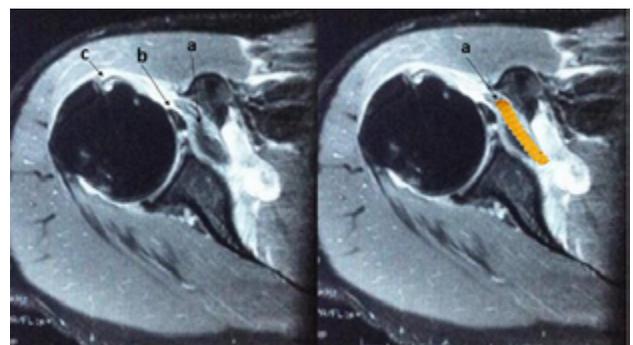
Resonancia magnética en corte axial donde se aprecia lesión del subescapular (signo de la papa frita) (a), por el cual permite la migración de la porción larga del bíceps a la articulación glenohumeral (b), dejando el surco bicipital vacío (c).
